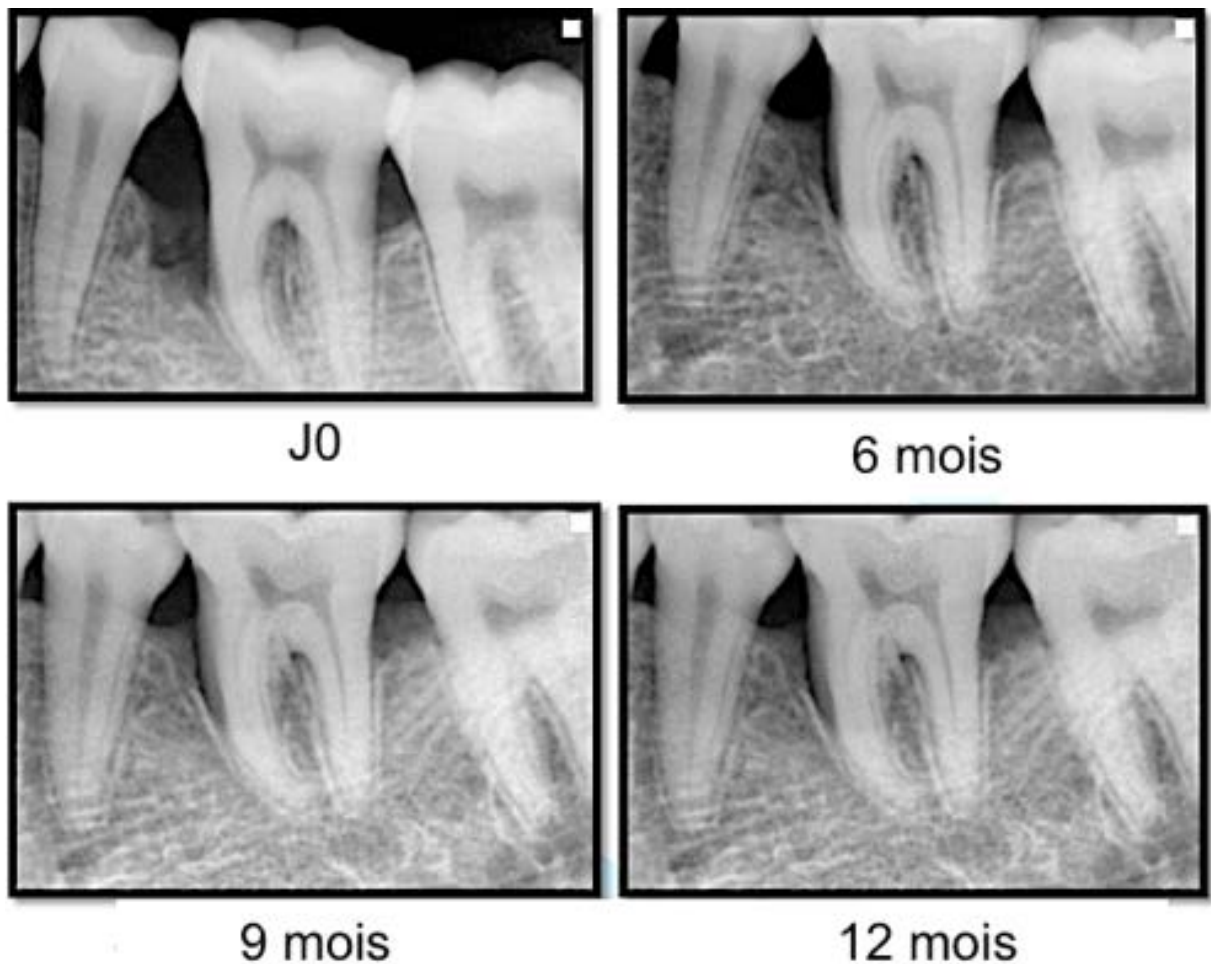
Résultats radiographiques d'un site traité par lambeau d'assainissement + L-PRF (96)
